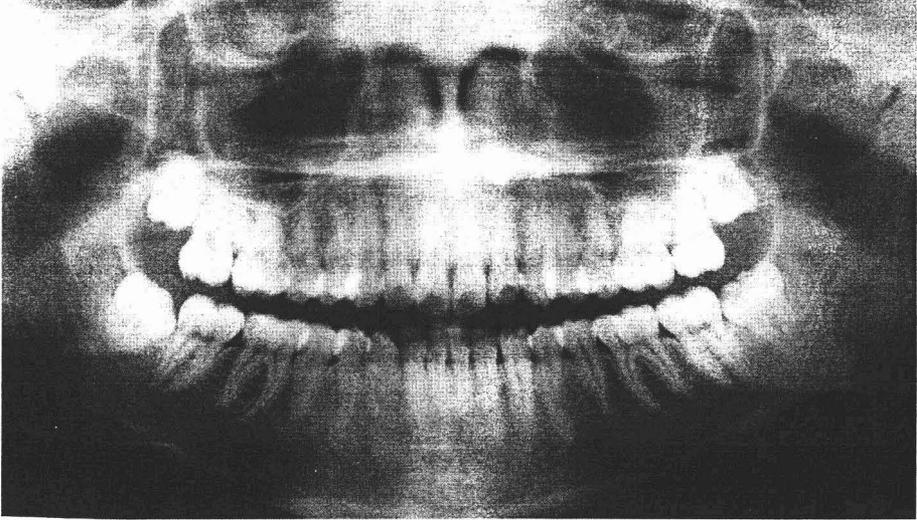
Ortopantomografía de un paciente de 17 años de edad con ápices de segundos molares inferiores aún abiertos.
